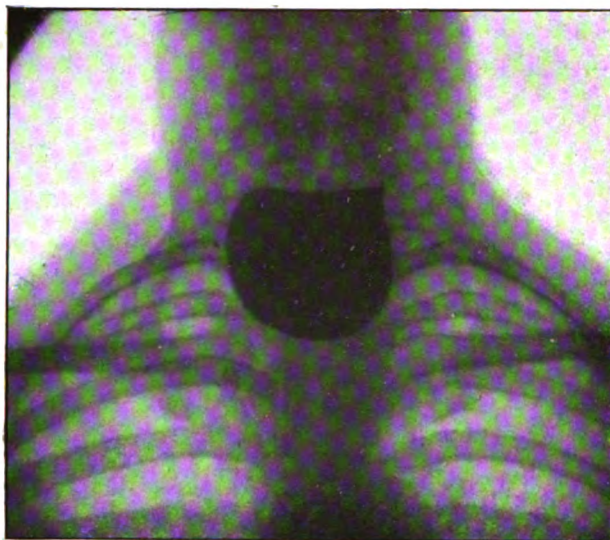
Radiographie de face.
